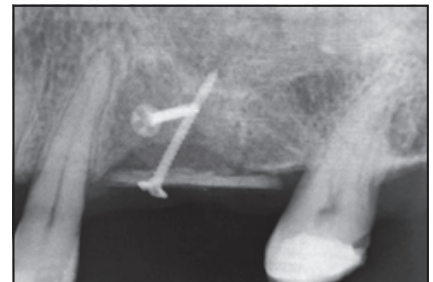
(rechts) Postoperative Röntgenaufnahme. Gleichzeitig mit der vertikalen Knochentransplantation erfolgte ein Sinuslift.
